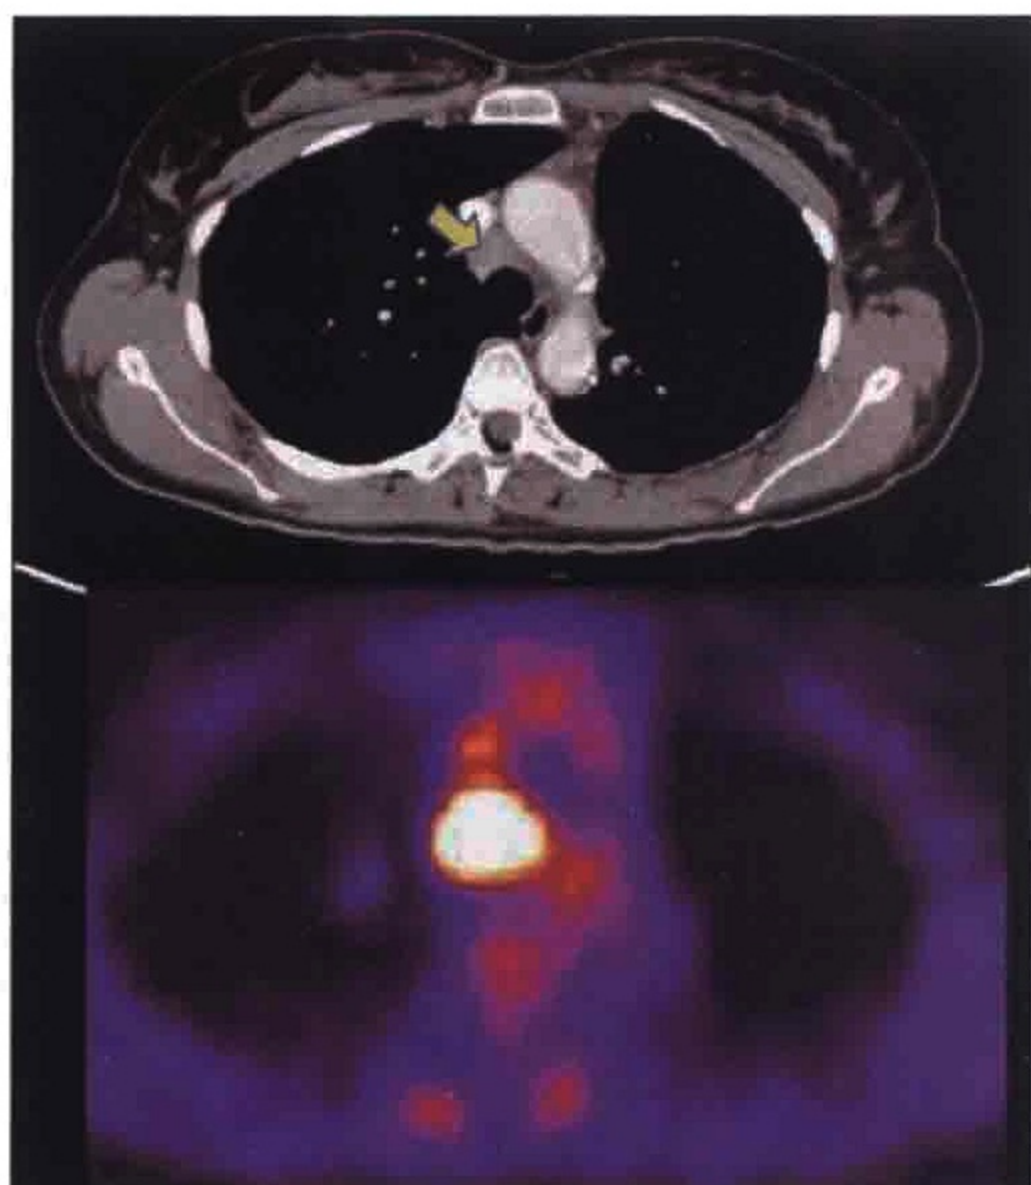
结节病。胸部横轴位CT(上图)和PET(下图)图像：纵隔内淋巴结肿大(箭)和FDG代谢旺盛
